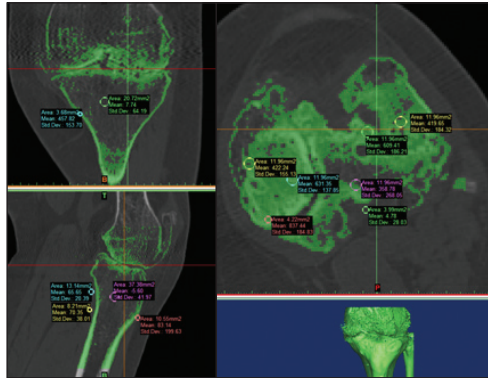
КТ-скан: просторова геометрія колінного суглоба хворого на РА
